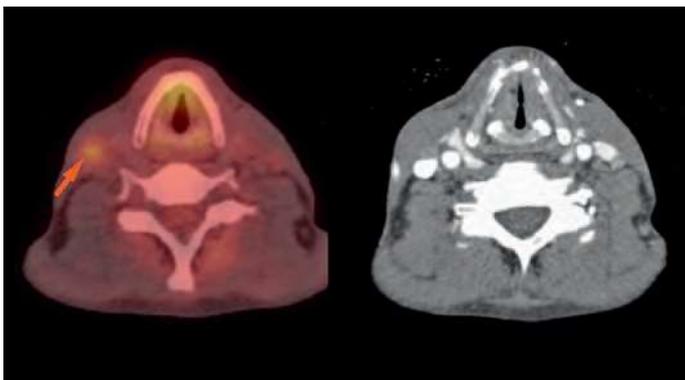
PET (links) mit Darstellung eines pathologischen Lymphknoten und KM CT ohne Lymphknotenpathologie (rechts)
